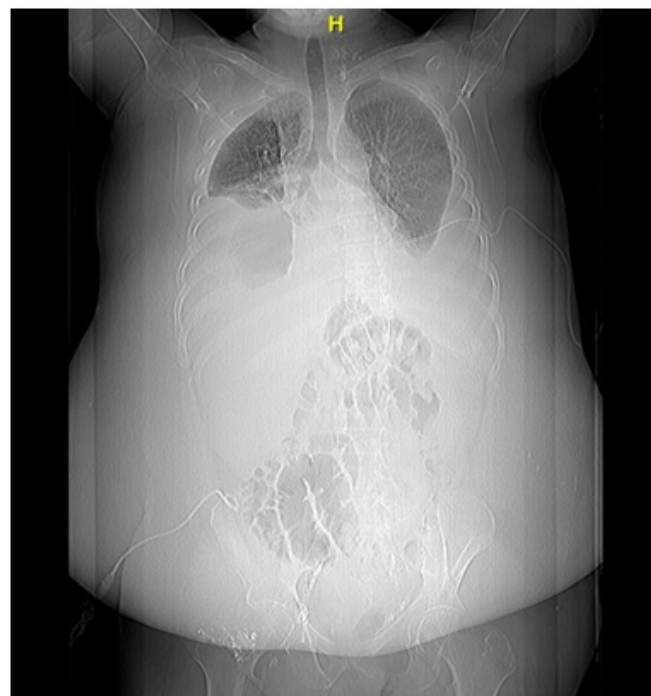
Radiografía de tórax, abdomen y pelvis anteroposterior que muestra persistencia de quilotórax bilateral y "pigtail" en flanco.
